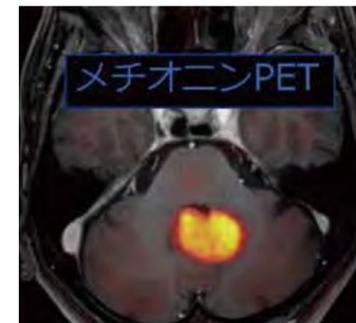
メチオニンPETでは小脳の腫瘍が明瞭に認められます
